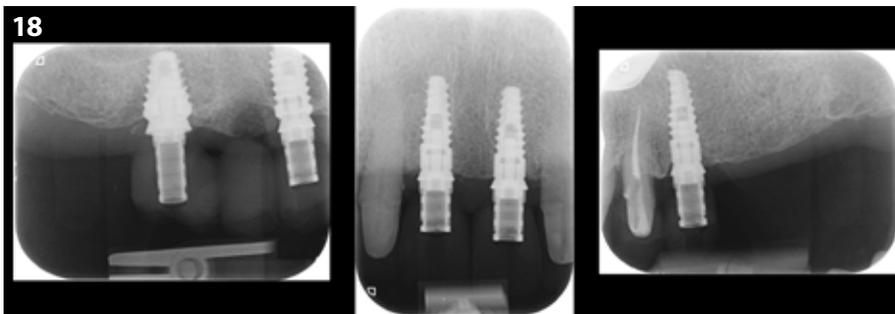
Radiographies périapicales pour vérifier la mise en place des restaurations provisoires implanto-portées.
